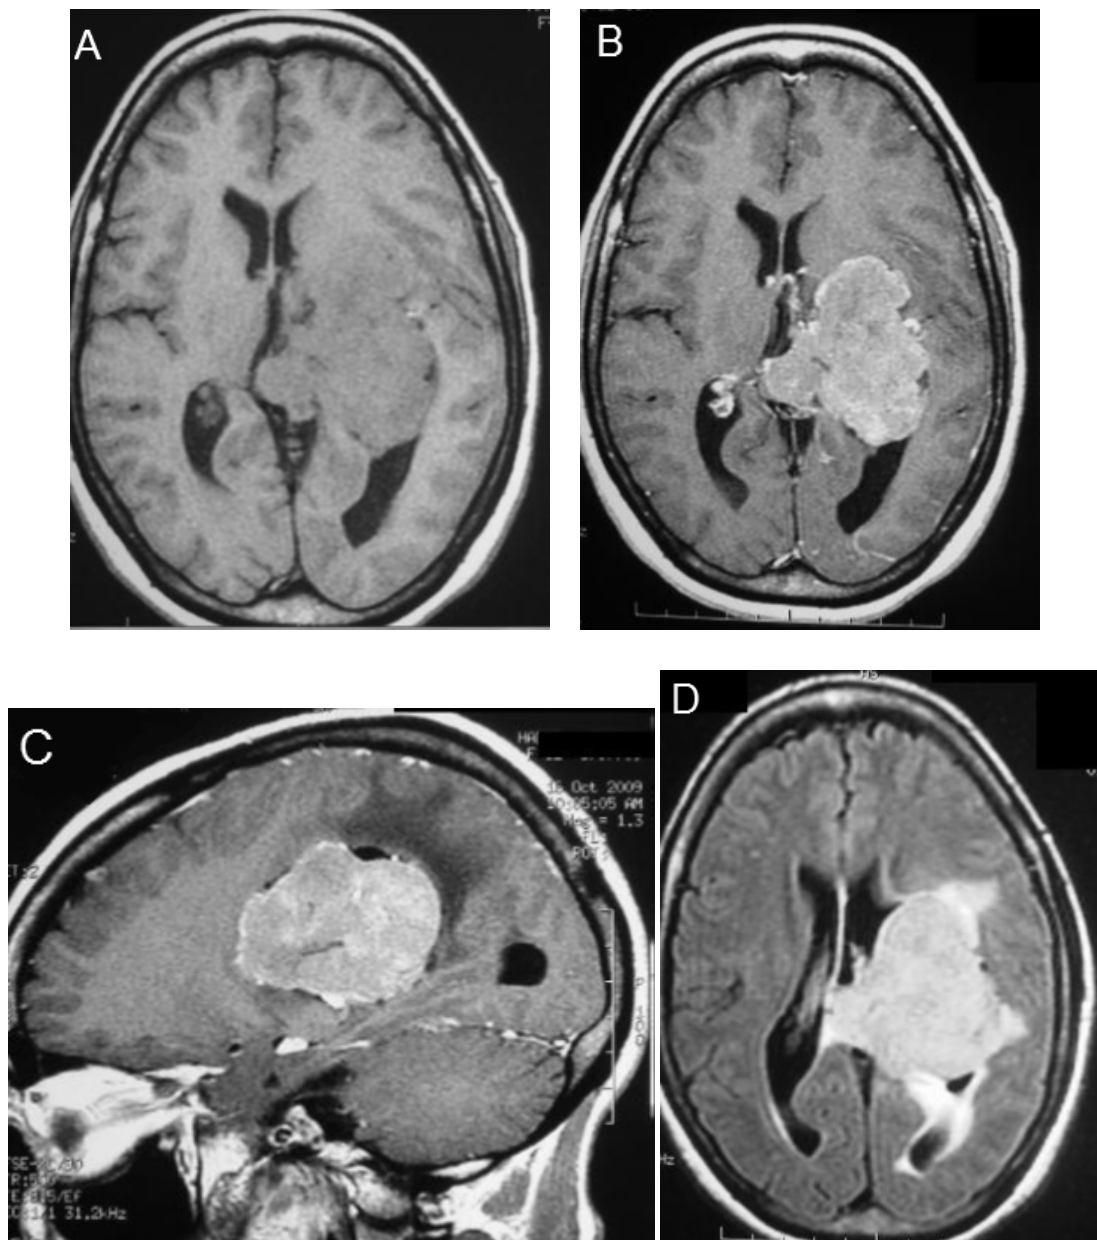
IRM en coupe axiale T1 (A) et T1+GADO (B), sagittale T1+GADO (C) et axiale T2 Flair (D) montrant un méningiome du ventricule latéral gauche étendu au 3ème ventricule polylobé siège de calcifications. Il es en iso signal T1 se rehausse de façon intense après injection de Gadolinium. Faible œdème parenchymateux. Dilatation de la corne occipitale avec discrète résorption trans épendymaire du LCR.
